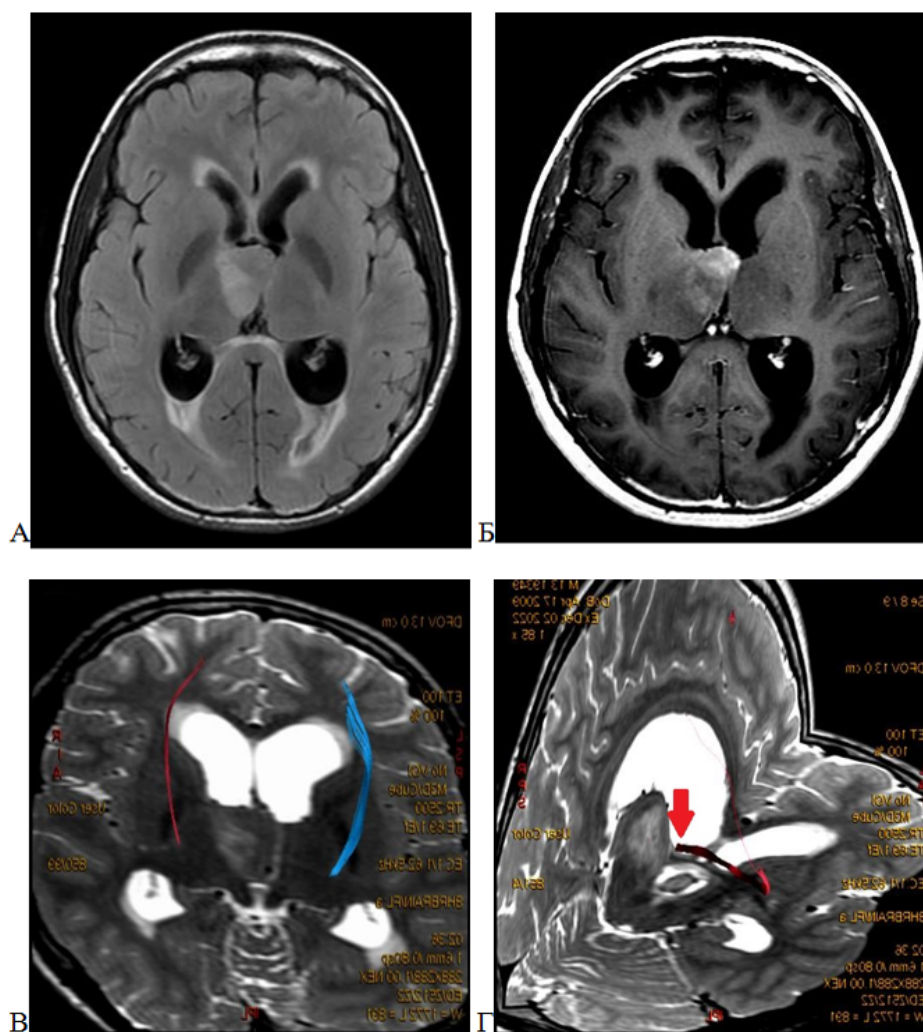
Диффузная срединная глиома, НЗ K27-мутантная, WHO grade 4, передних отделов таламуса справа. А – МРТ головного мозга, T2-FLAIR-последовательность в аксиальной проекции; Б – МРТ головного мозга, T1-последовательность с контрастным усилением в аксиальной проекции; В,Г – МР-трактография, T2-последовательность в аксиальной проекции, 3D реконструкция КСТ (В, синего и красного цвета) и передней спайки мозга (Г, красного цвета, указано стрелкой). КСТ интактен, не смещен, расположен дорсолатерально
